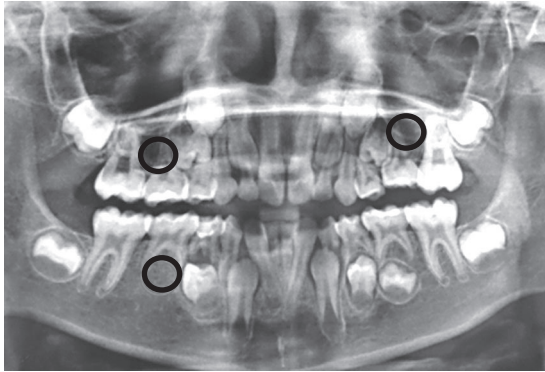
Radiografía panorámica; paciente de género femenino de 9 años de edad que presenta agenesia dental de dientes 15, 25 y 45
